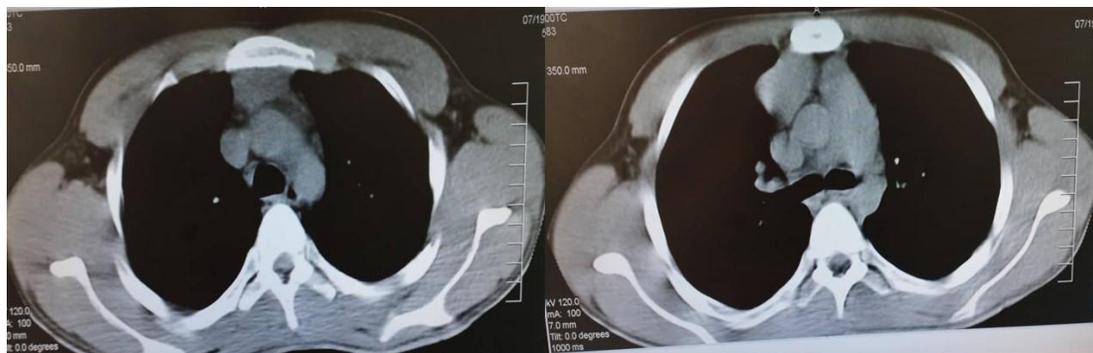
Tomografía realizada al diagnóstico del paciente, donde se visualiza la presencia del Timoma.
